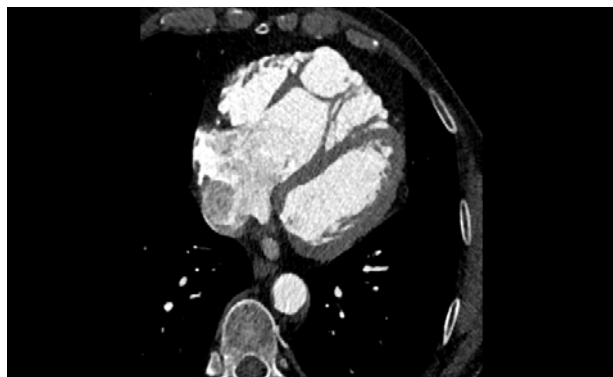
CT cardiac cu substanță de contrast. S-a exclus prezența trombozei intracardiace, fiind evidențiate modificări morfo-funcționale sugestive pentru CMA cu afectare predominantă VD
